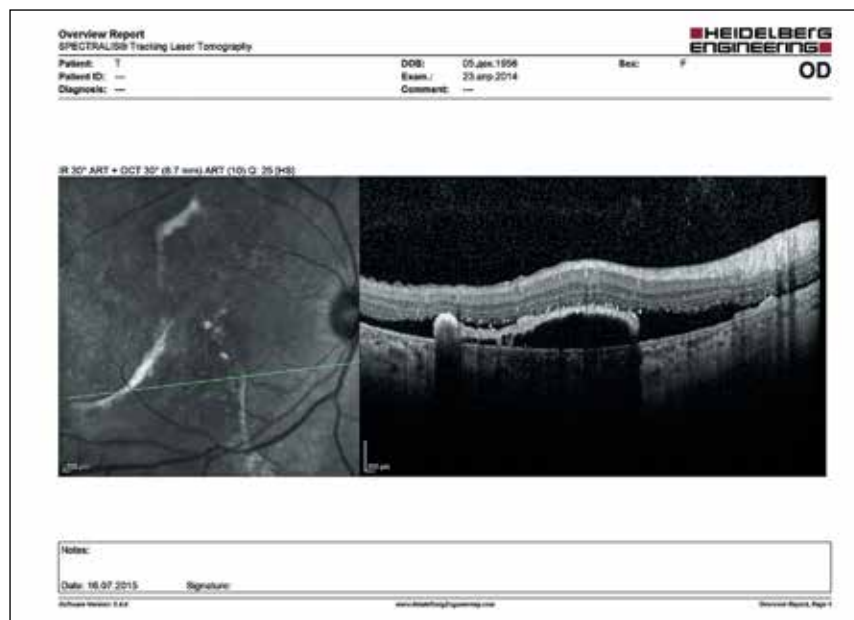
Оптическая когерентная томограмма глазного дна OD: участки пролиферации пигментного эпителия с элементами интравитреального фиброза, которые чередуются с дефектами пигментного эпителия
